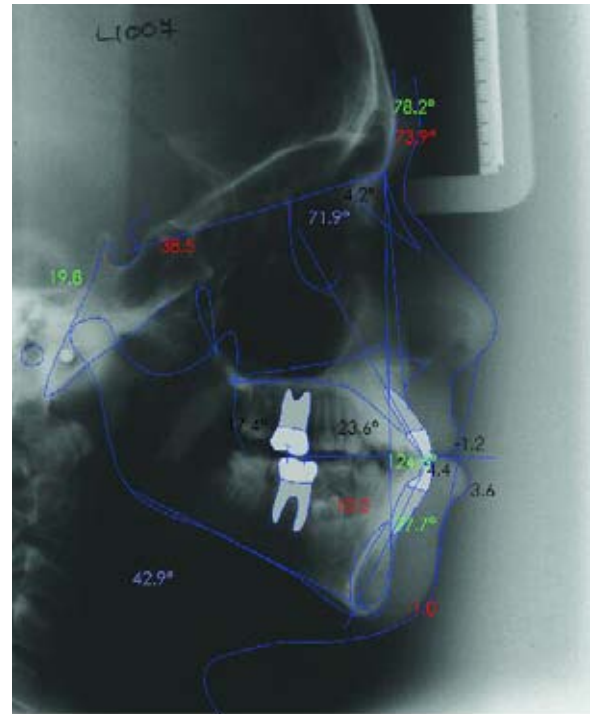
Telerradiografia e traçado cefalométrico iniciais
